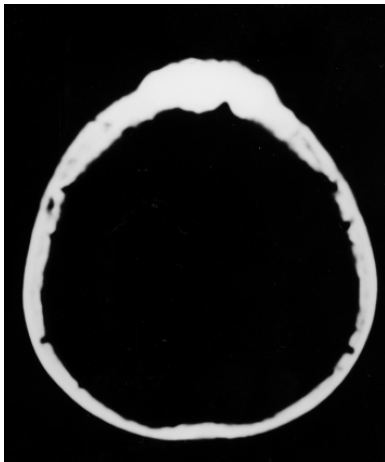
TC apresentando osteoma frontal.
